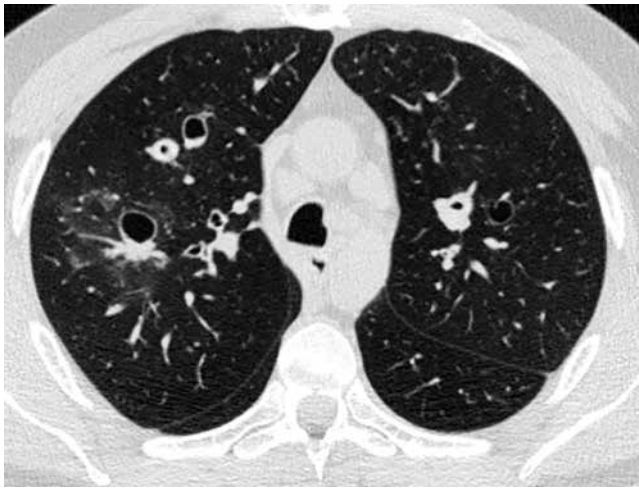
Скан КТ органов грудной клетки пациента К. Двухсторонние тонкостенные и толстостенные кисты в верхних долях обеих легких. Единичные центролобулярные узелки
